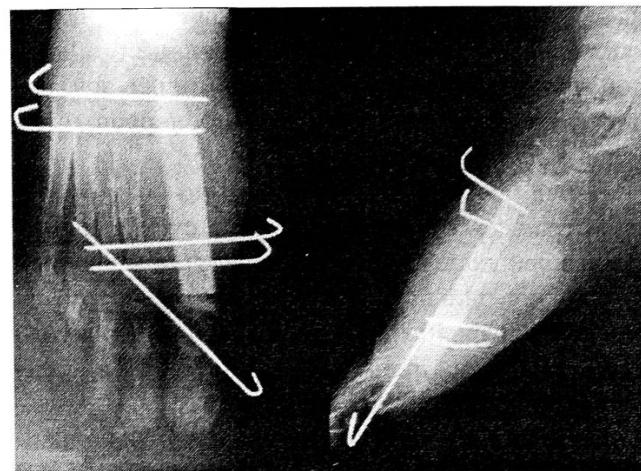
Рентгенограммы стопы через 3 нед после замещения дефекта плюсневой кости васкуляризованным малоберцовым трансплантатом.
